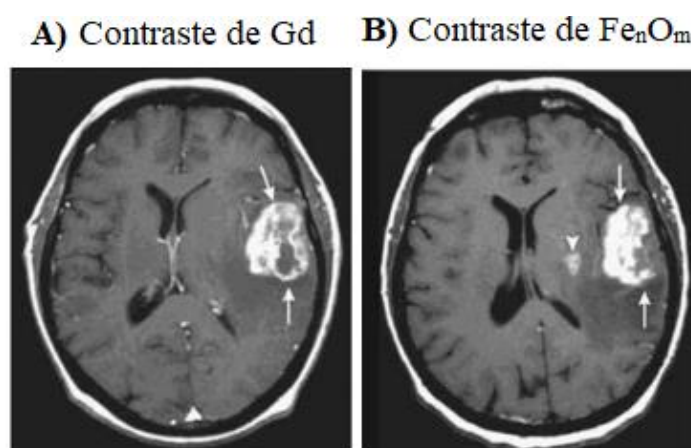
Paciente con accidente cerebrovascular al que se le ha realizado MRI de dos formas diferentes: (A) utilizando contraste a base de Gd; y (B) con contraste a base de Fe_nO_m .
